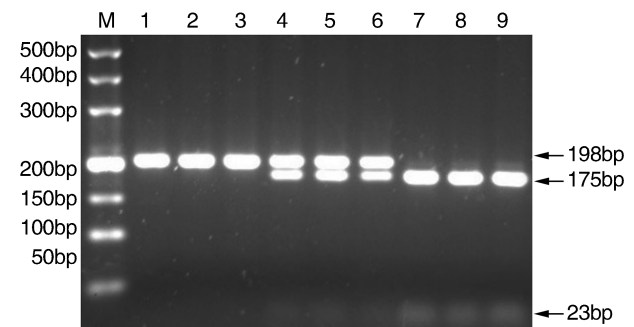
MTHFR C677T酶切产物凝胶电泳图 M为50-500bp DNA Marker;1,2,3泳道为CC纯合子,198bp;4,5,6泳道为CT型,198bp、175bp和23bp;7,8,9泳道为TT纯合子,175bp和23bp。
